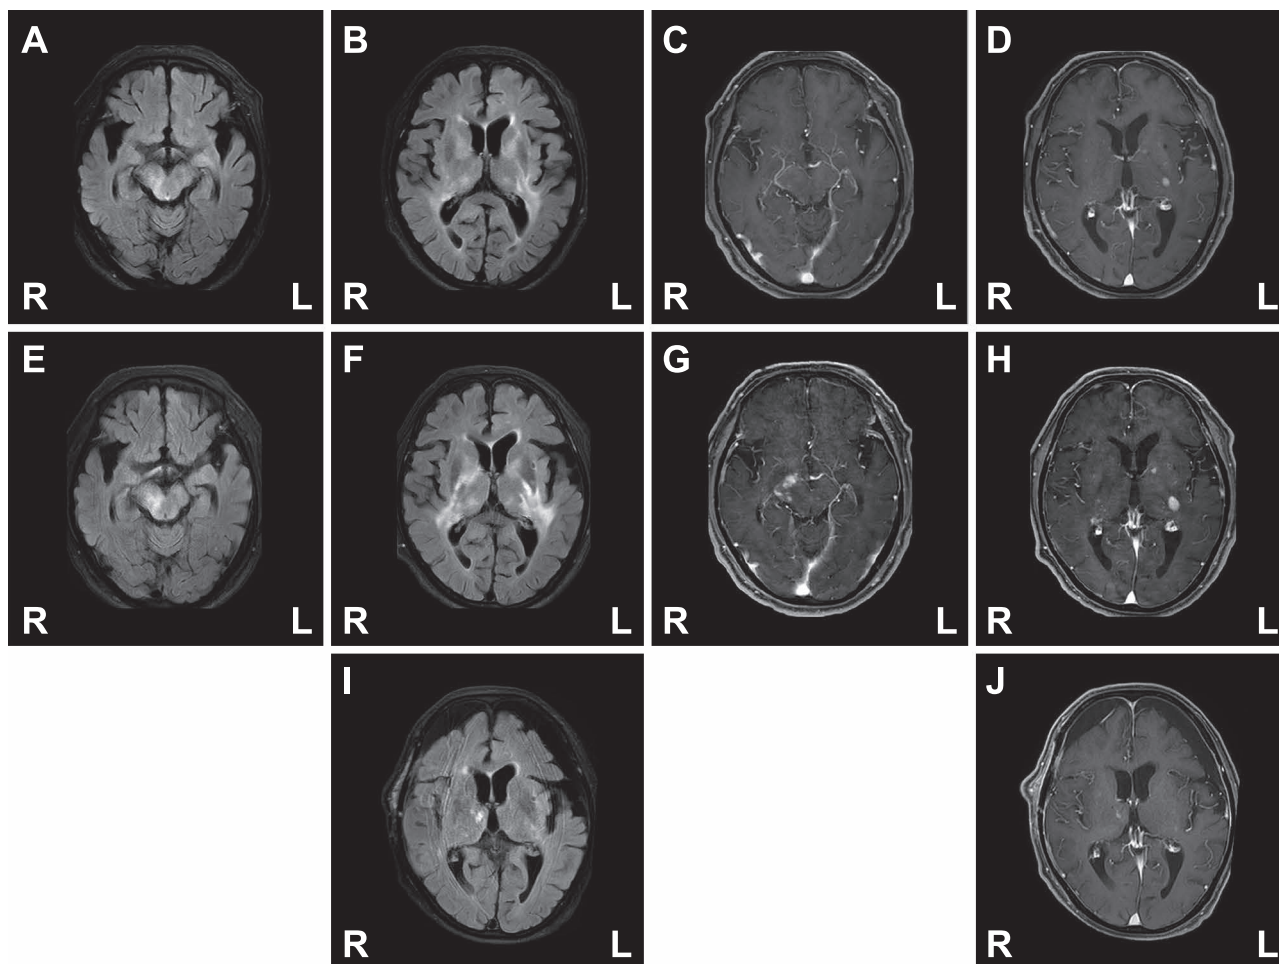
MRI findings of the patient.
